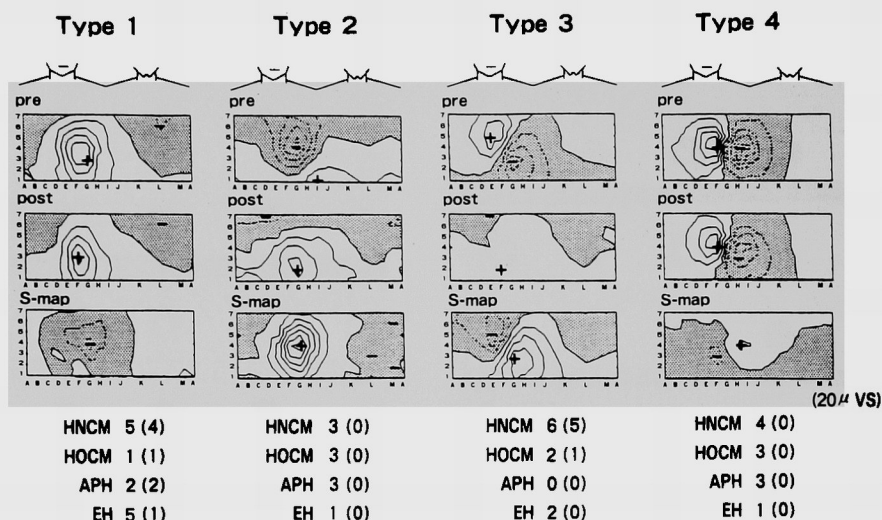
左室肥大例における S-map の4つの Type 分類と各分類毎の<sup>201</sup>Tl 運動負荷心筋シンチグラム(SPECT)の陽性例 ( ) の比較。(説明は本文中)
